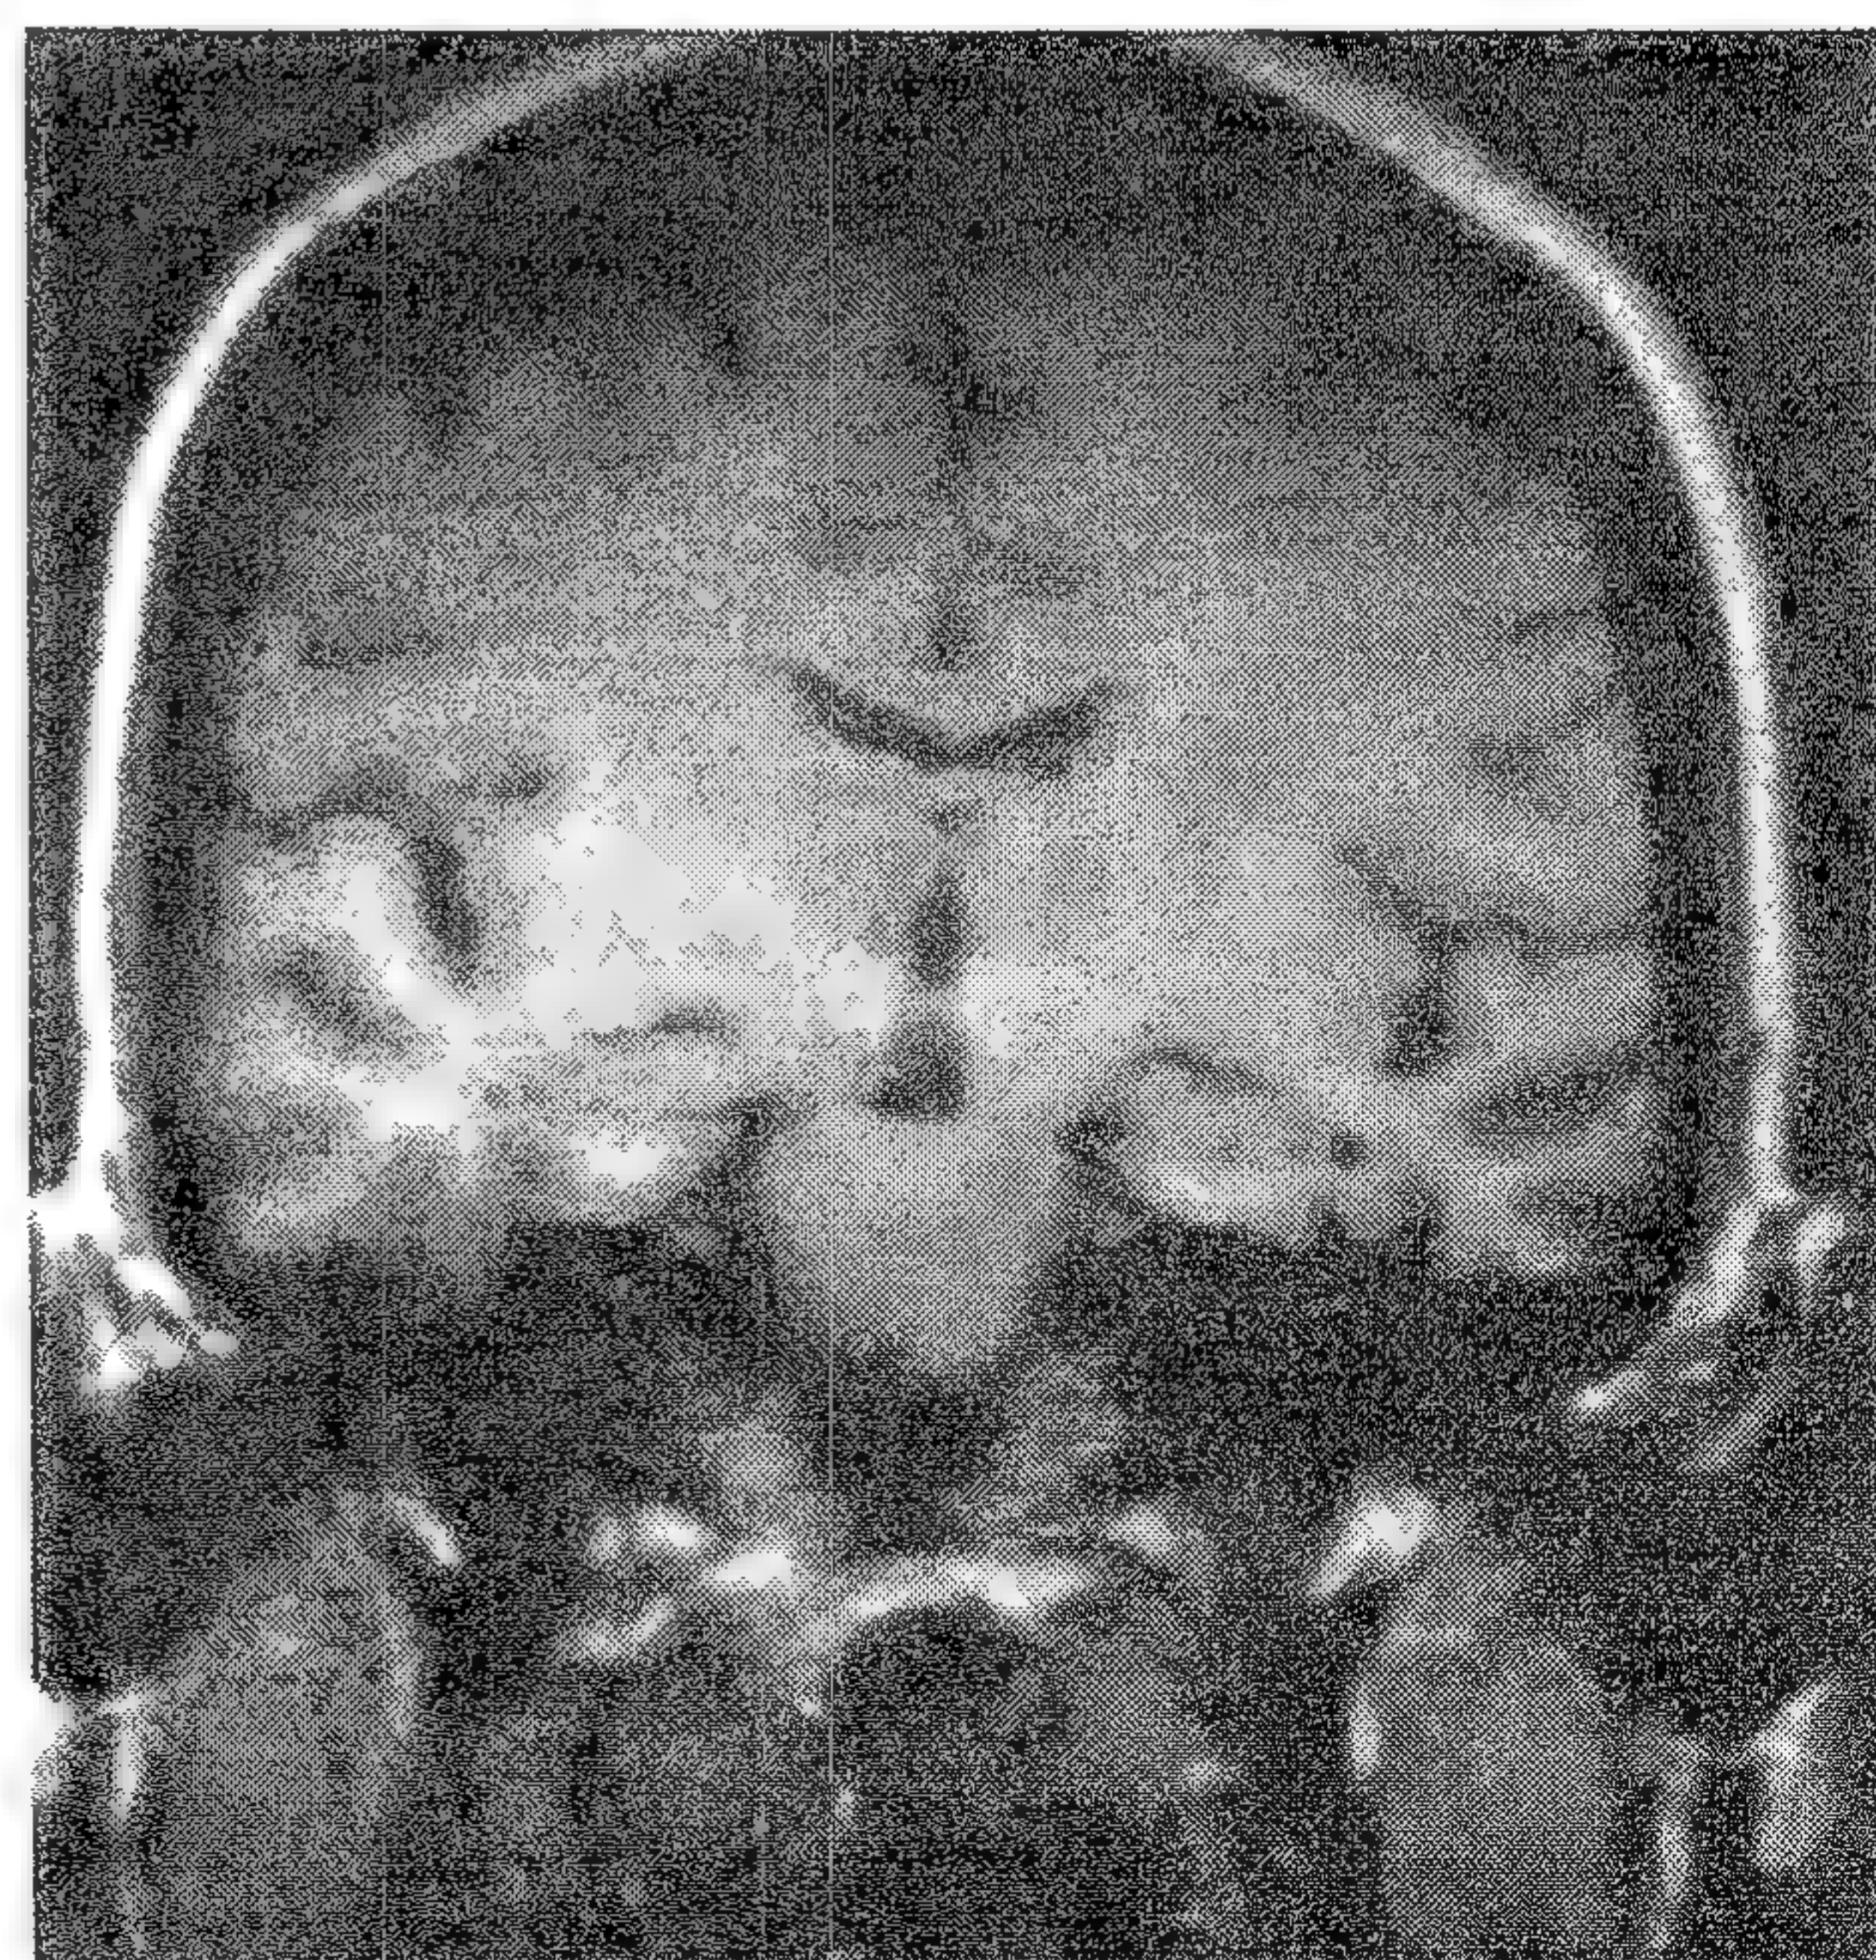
RMN ponderată în T<sub>1</sub> în plan coronal la un pacient cu afectare progresivă a memoriei semantice având un sindrom afazic fluent. A se nota atrofia selectivă a lobului temporal stâng.
